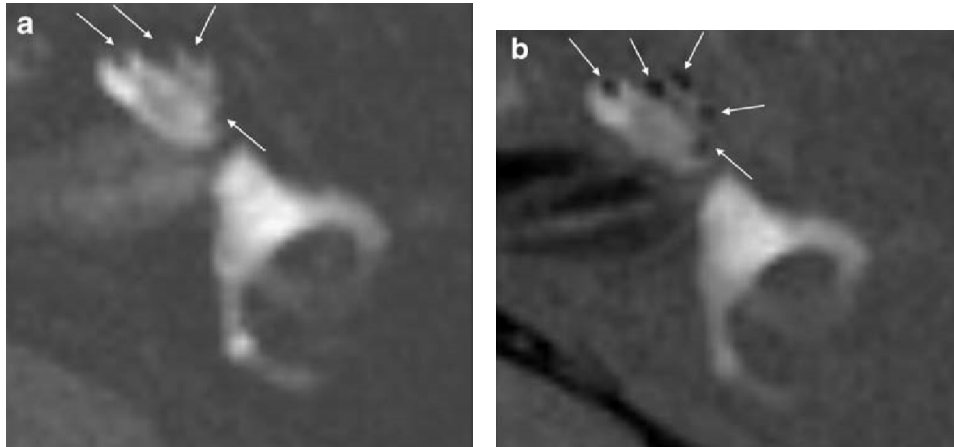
Imagens de RM de HE cocleares obtidas 24 horas após administração de gadolínio intratimpânico. A imagem obtida por 3D-FLAIR (a) mostra um "defeito de preenchimento" compatível com HE cocleares (setas) mas não no vestíbulo. Não é perceptível a barreira entre as HE e o osso circundante. A imagem obtida por 3D IR TSE (b) mostra claramente as HE cocleares (setas) como áreas hipointensas, permitindo distinção do osso isointenso. [19].
